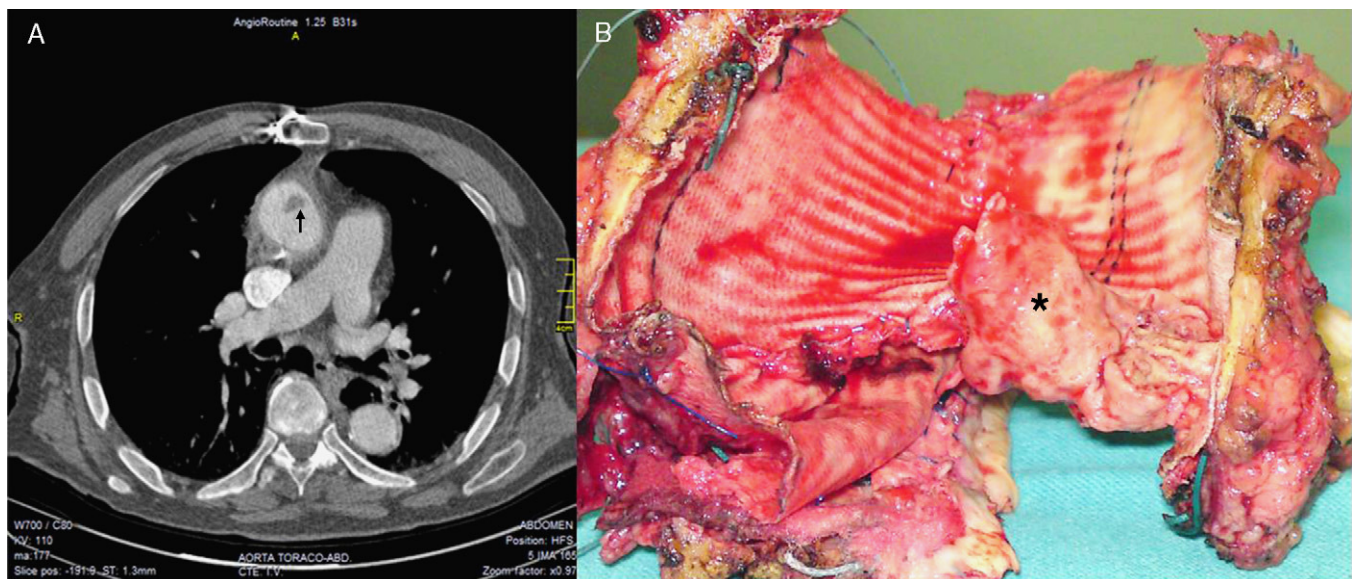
A: tomografía computarizada torácica con contraste. Se evidencia una masa (flecha) como un defecto de repleción en la luz aórtica. B: pieza quirúrgica; se puede objetivar una gran vegetación (asterisco) en la unión de ambos tubos protésicos.
